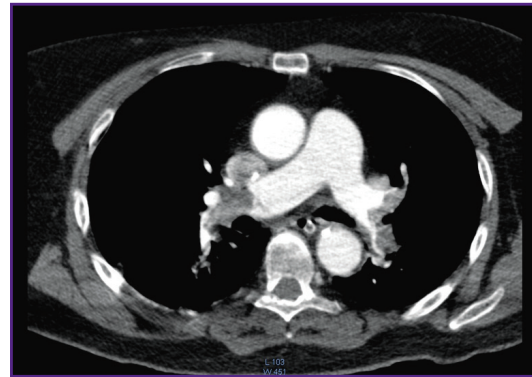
МСКТ-ангиография легочных артерий пациентки Н., 56 лет. Наличие тромботических масс в дистальных отделах легочных артерий с обтурацией их просвета
